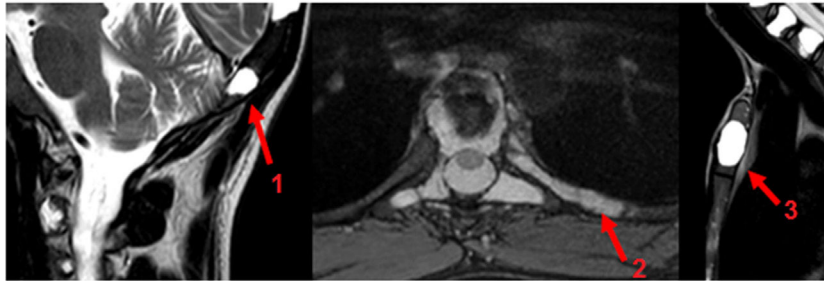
Imágenes de RM donde se identifican lesiones óseas focales hiperintensas. En planos sagital STIR de calota craneal (flecha 1) y esternal (flecha 3). Imagen en el plano axial T2 Med del quinto arco costal posterior izquierdo (flecha 2).
